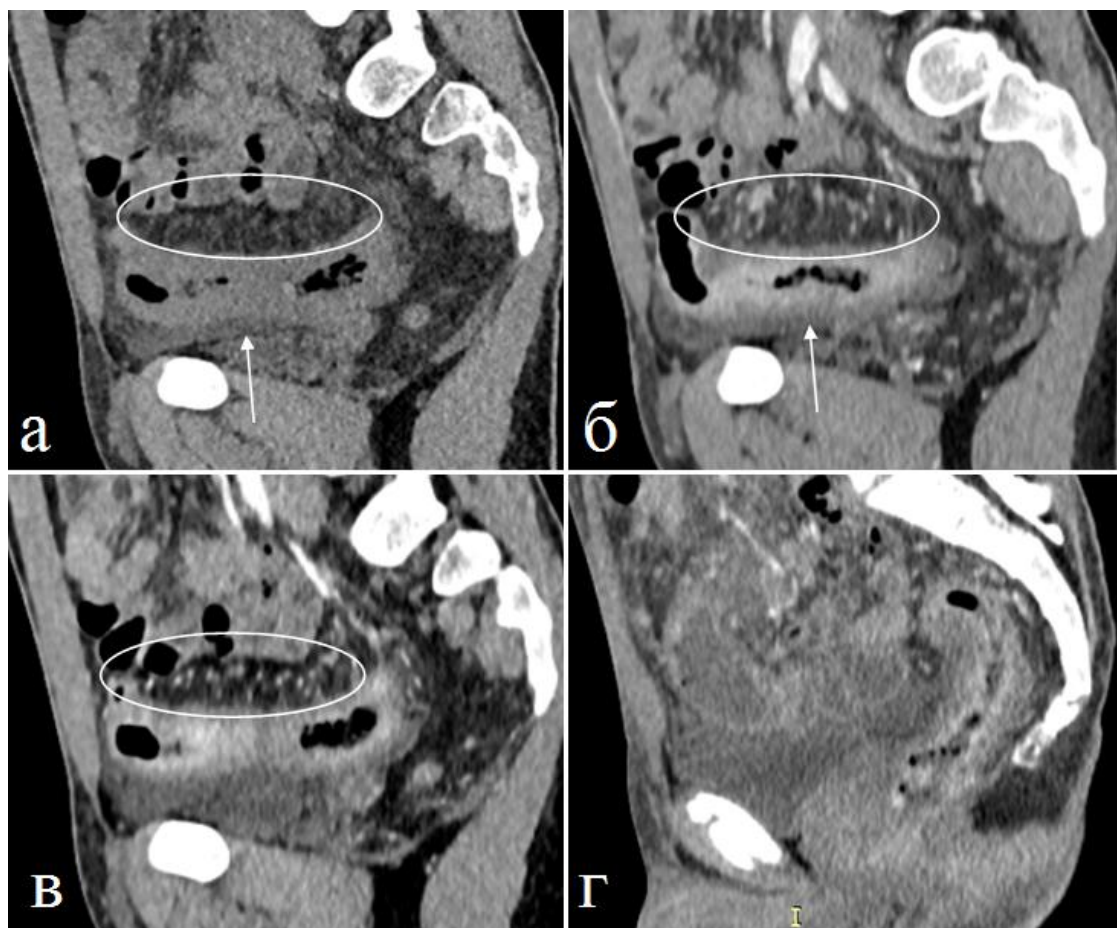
Больной 19 лет. Болезнь Крона – поражение толстой и тонкой кишки. Острая фаза воспаления. Сагиттальная томограмма. а) Нативное исследование, б, г) артериальная, в) паренхиматозная фазы КУ. Во все фазы контрастирования наблюдается повышенное КУ слизистой оболочки. Денситометрический показатель подслизистого слоя соответствует плотности воды, что соответствует отеку (стрелки). Симптом гребешка (обозначен овалом).
